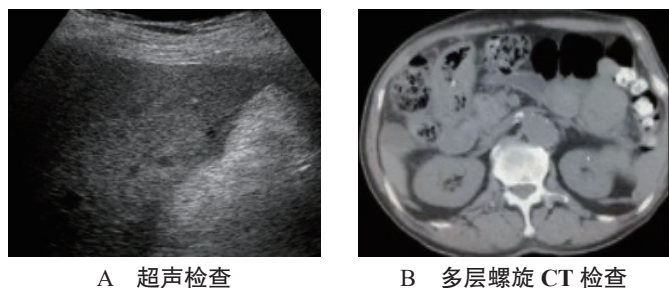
结肠壁破裂超声检查与多层螺旋 CT 检查影像学图片
